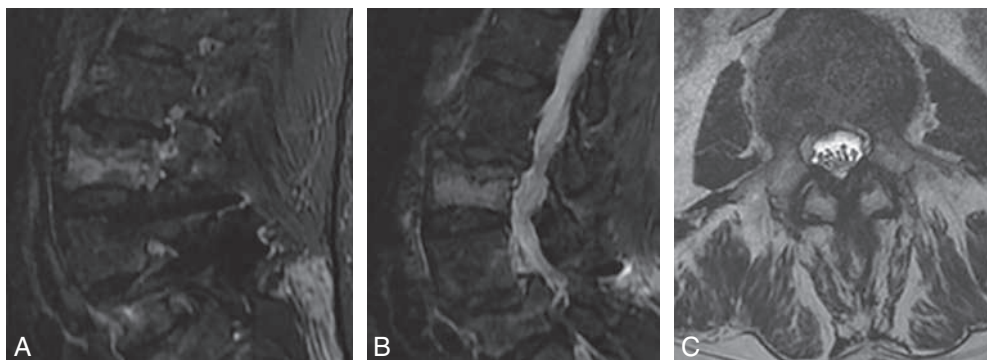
Fracture B2 avec disruption de l'arc postérieur en IRM (A, B : T2 STIR sagittal, C : axiale T2).
